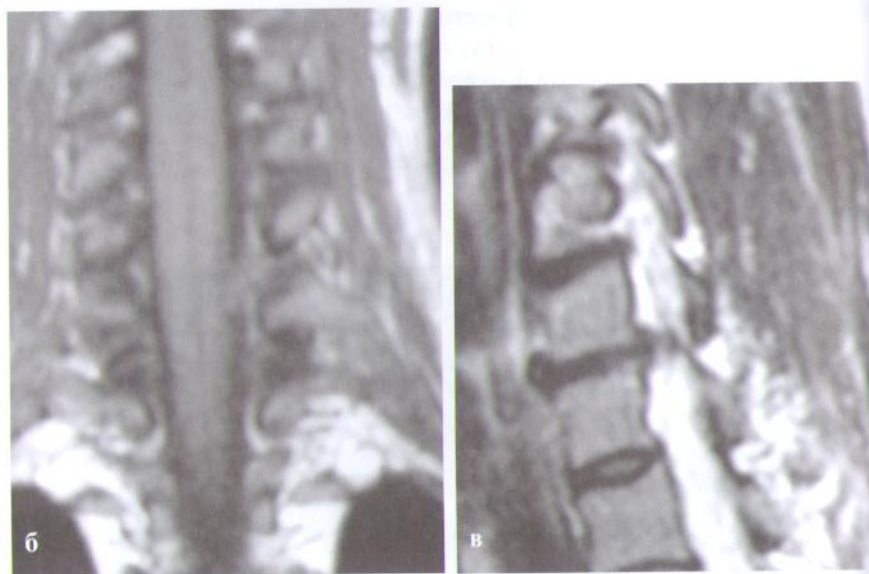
МРТ больной со сдавлением корешка в фораминальном канале секвестрированной, «мягкой» грыжей диска.
